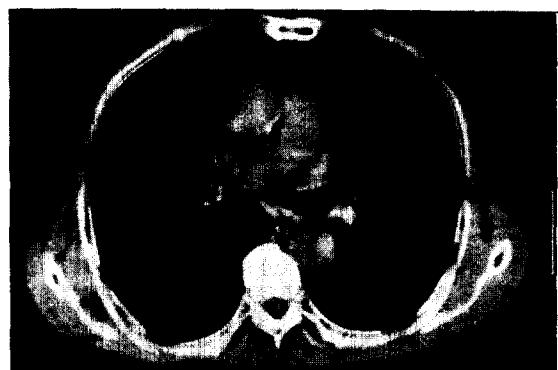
Follow-up Chest CT scan after 6 cycles of chemotherapy: Unremarkable.
